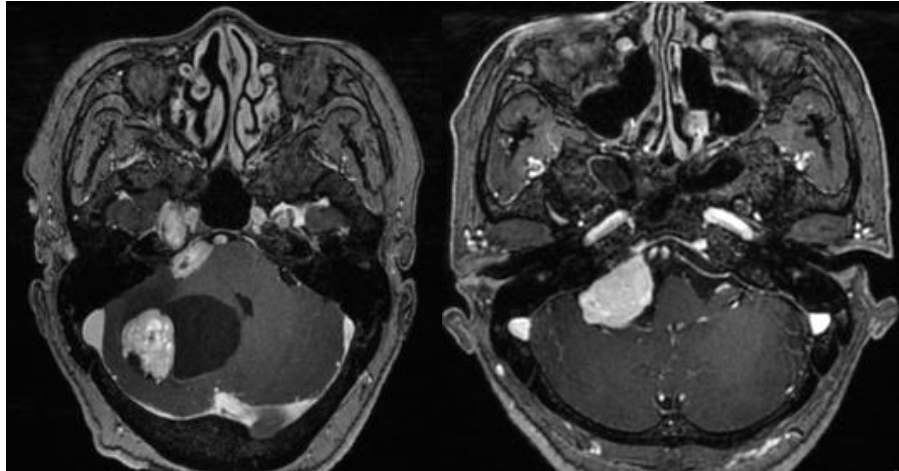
Typical MRI findings of hemangioblastoma in cerebellar hemisphere(Left) and in unusual locations(Right).
